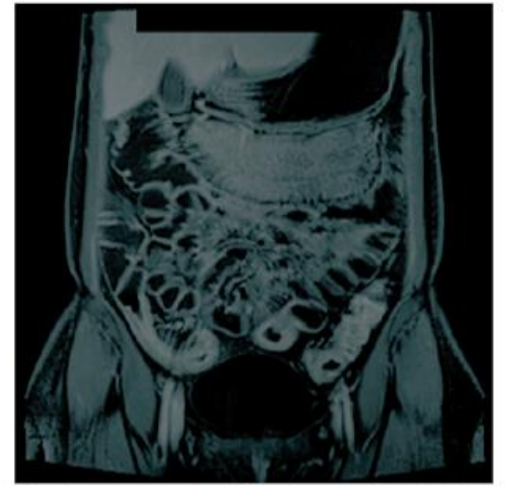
Aspect en entéro-IRM d'une maladie de Crohn iléale
